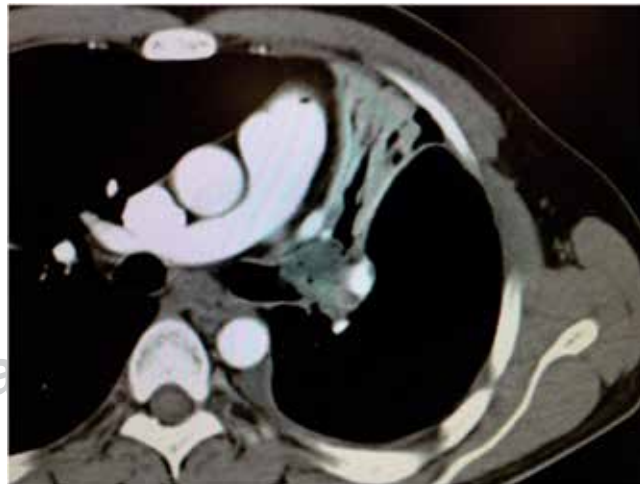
Tomografía axial computada que demuestra la ocupación completa endobronquial de la carina secundaria del pulmón izquierdo y atelectasia completa del lóbulo superior izquierdo.
